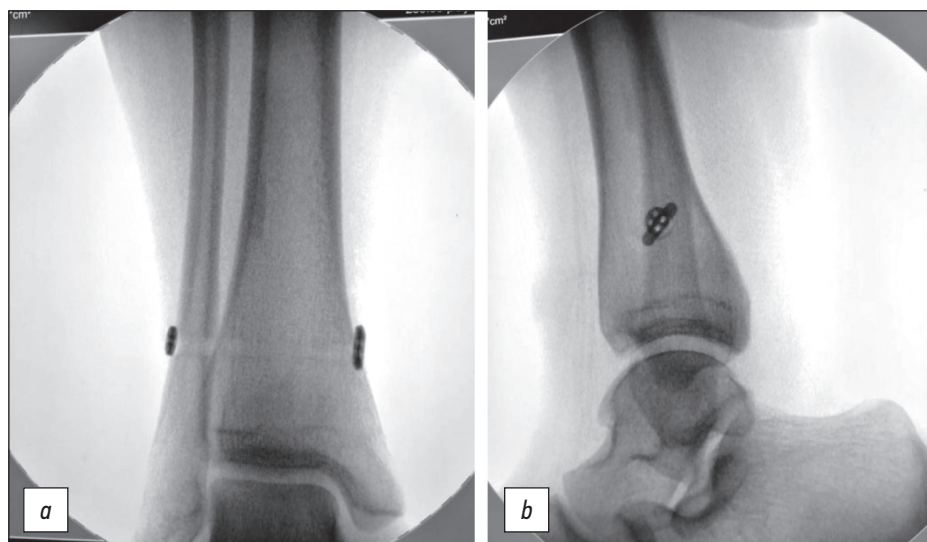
(a, b). Рентгенограммы голеностопного сустава пациентки А.А. после лечения.
